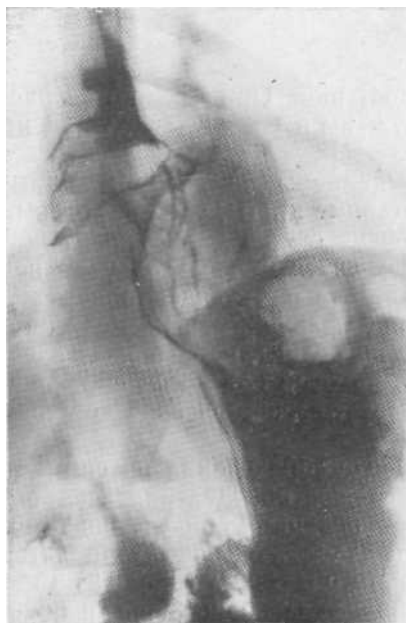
Рентгенограмма с контрастированным пищеводом: видна резкая деформация последнего (а) и рентгенограмма косої проекции (б). Гигантская лейомиома пищевода, имитирующая кисту средостения. Операция.
